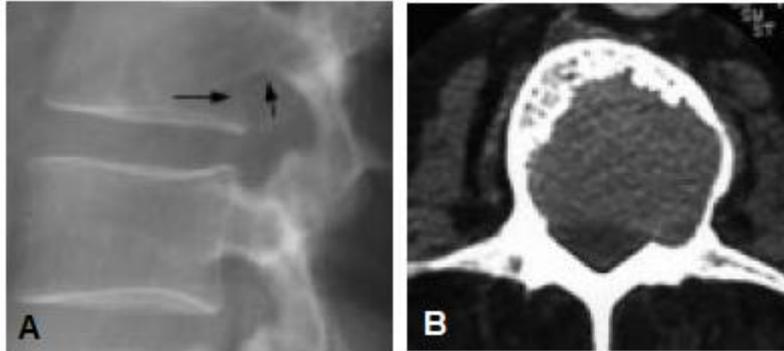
A. Radiographie montrant une légère ostéolyse sur la vertèbre L2; B. Scanner de la même vertèbre L2 montrant une destruction quasi-totale du réseau trabéculaire et de la corticale postérieure (32)
